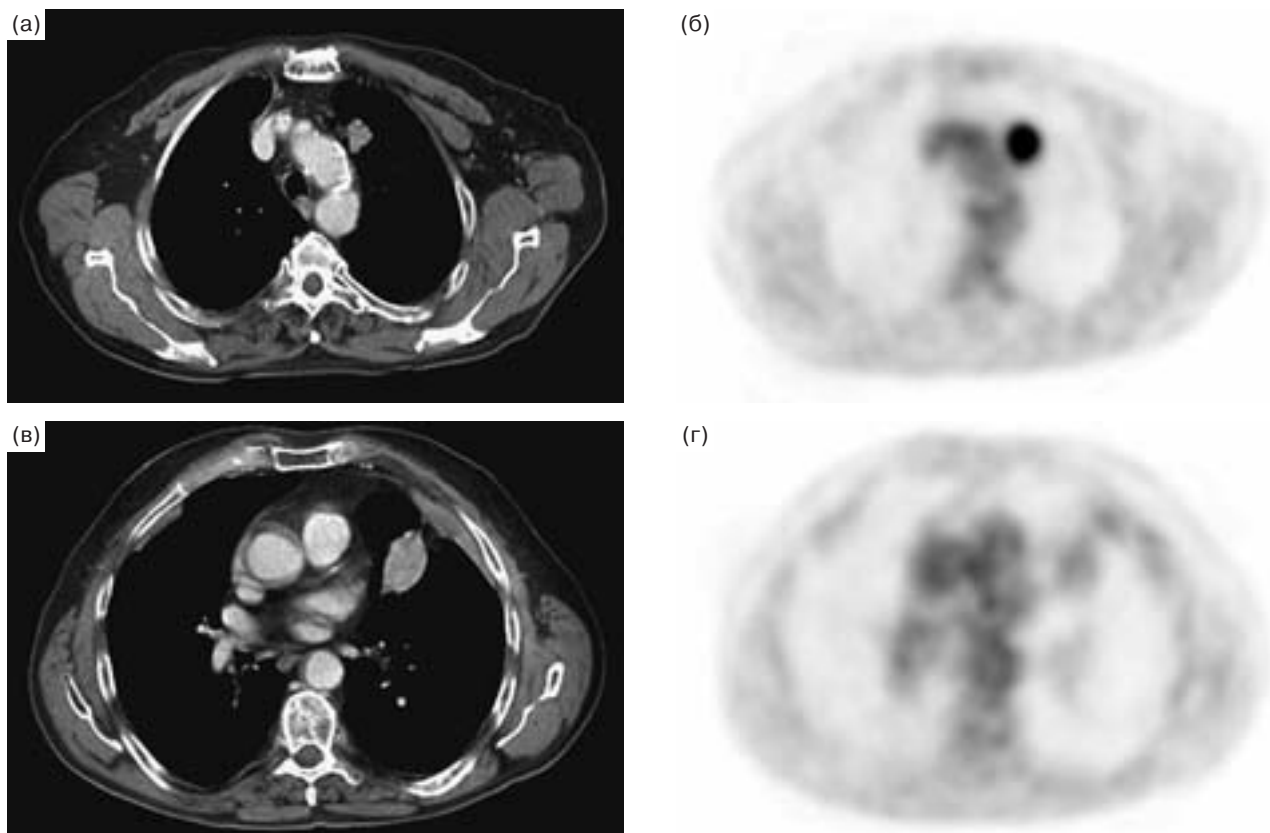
Значение ПЭТ. а, б – новообразование верхней доли левого легкого (аденокарцинома). При ПЭТ (б) отчетливо видно накопление 18-ФДГ в опухолевом узле. в, г – туберкулема верхней доли левого легкого. При ПЭТ очаг в левом легком не накапливает 18-ФДГ, что свидетельствует о доброкачественной природе процесса.
